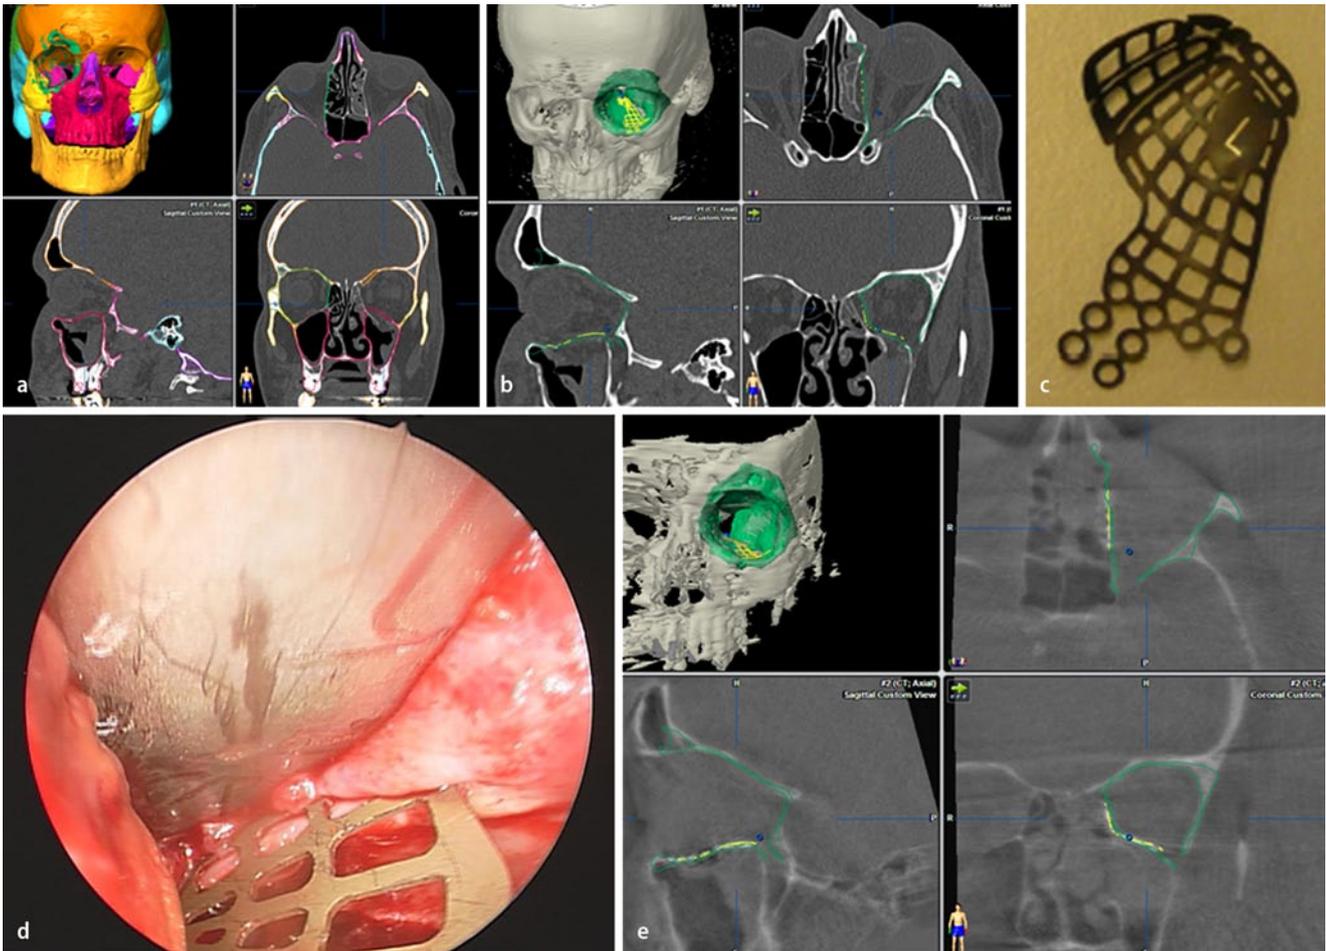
▲ Computerassistierte Primärrekonstruktion der linken Orbita mit einem anatomisch präformierten Implantat. a Virtuelle Planung und Erstellung der Schablone zur Orbitawandrekonstruktion durch Autosegmentierung der knöchernen anatomischen Regionen (*farbige Konturlinien*). b Virtuelle Rekonstruktion der Orbitawände durch Spiegelung der Segmentierung von der unverletzten Gegenseite (*grüne Konturlinien*) und virtuell inseriertes anatomisch vorgeformtes Orbitaimplantat (*gelbe Konturlinien*). Die virtuelle Insertion des anatomisch vorgeformten Titanimplantats (c) erlaubt die Überprüfung der Passform und die Größenauswahl des Orbitaimplantats. Die Positionierung des Implantates (*gelbe Konturlinien*) erfolgt gemäß der virtuellen Orbitarekonstruktion (*grüne Konturlinien*). d Endoskopische Darstellung des eingebrachten Titanimplantates im Bereich des Orbitabodens. e Intraoperativer CT-Datensatz nach Insertion und navigationsgestützter Positionierung des anatomisch präformierten Orbitaimplantats. Die Fusion mit dem präoperativen Datensatz ermöglicht die Visualisierung der virtuellen Orbitarekonstruktion (*grüne Konturlinien*) und der Idealposition des Implantats (*gelbe Konturlinien*) im intraoperativen Datensatz zur Ergebniskontrolle
